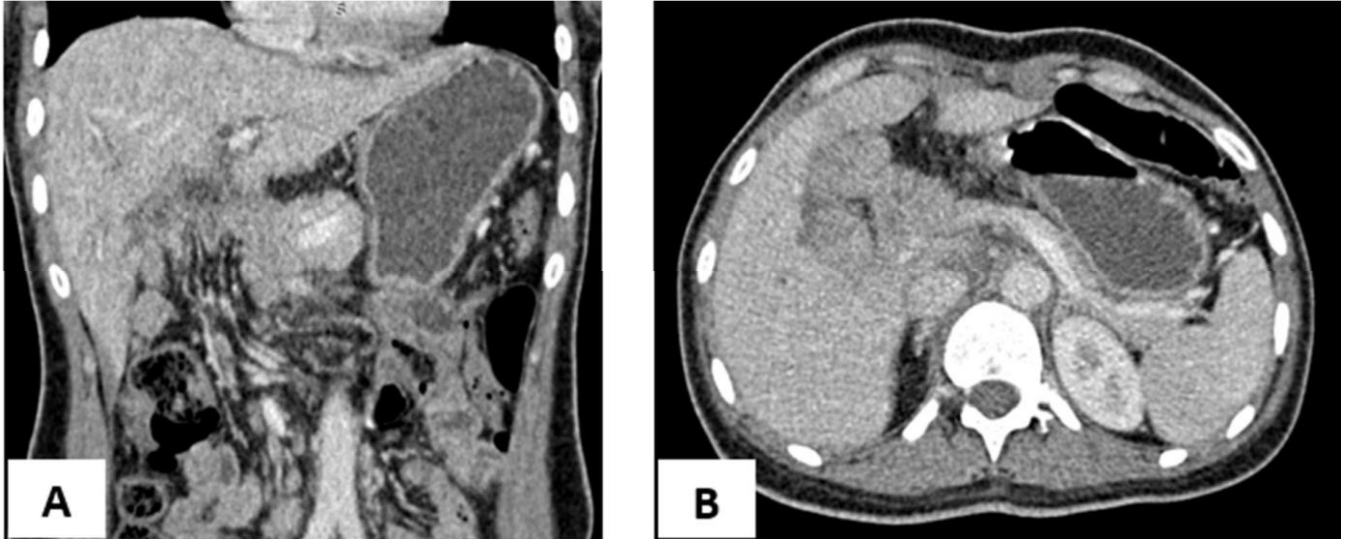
Coupe coronale d'une TDM abdominale injectée au temps portal après DPC montrant l'anse jéjunale anastomotique remontée vers la région hilare hépatique(A) qui lorsqu'elle est collabée peut être prise à défaut comme un magma d'adénopathies hilare hépatique sur la coupe axiale (B)
